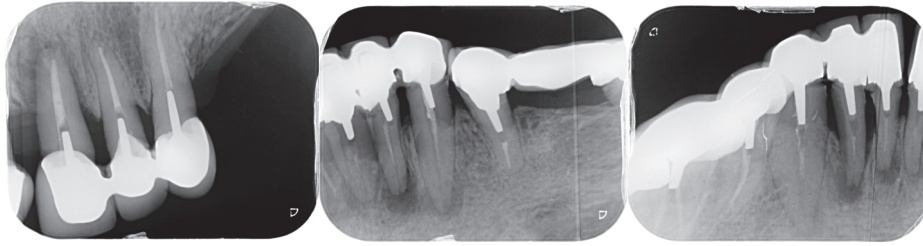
Radiographie rétroalvéolaire secteur 1
